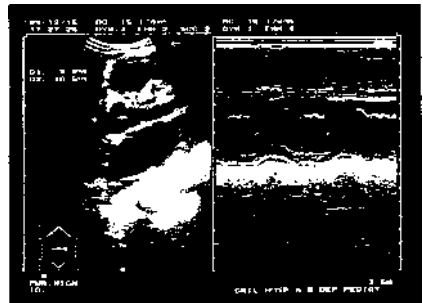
Эхокардиограмма больного с асимметричной формой гипертрофической кардиомиопатии
